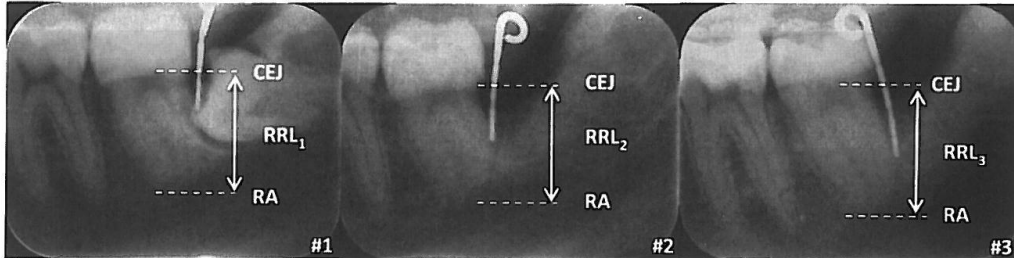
Example of three digital posterior periapical radiographs used to measure the three replicas of the same second mandibular molar (2 Mm), at distinct times of all evaluations of the same tooth. To measure the constant radiographic radicular longitude (RRL) of the distal root of the second mandibular molar (2 Mm) two reference points were selected: radiographic apex (RA) and cemento-enamel junction (CEJ)
